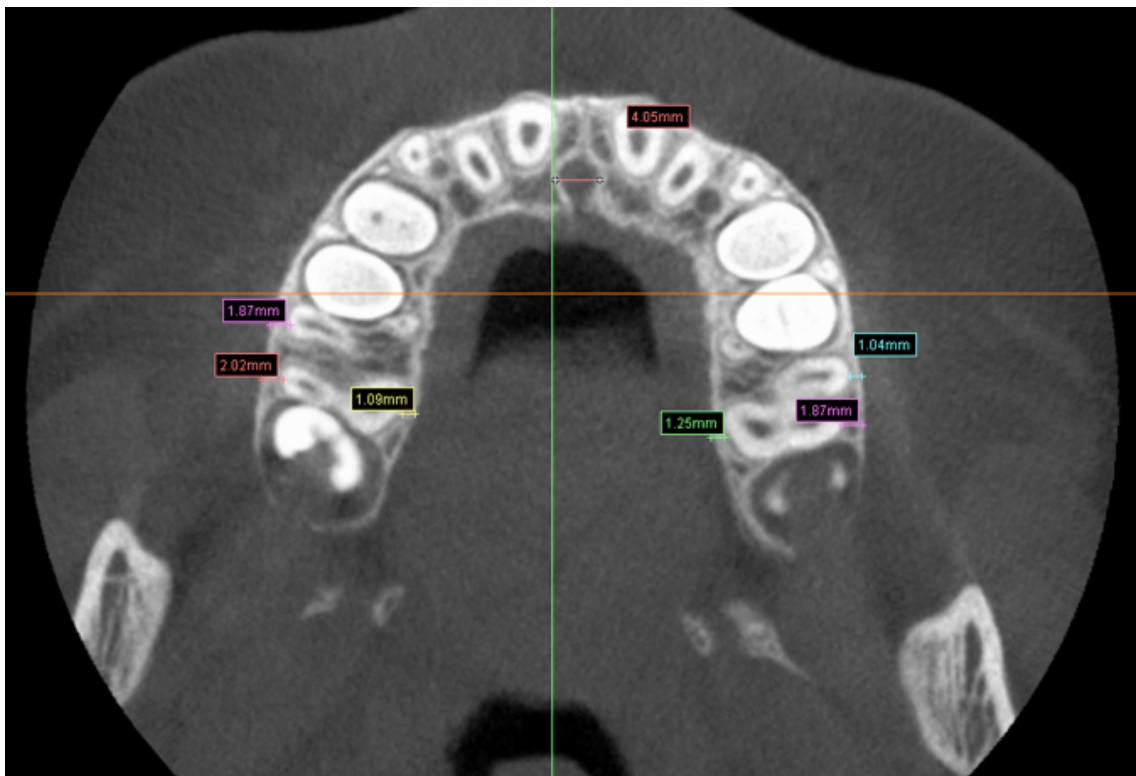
MISURAZIONI LINEARI ED ANGOLARI CONDOTTE SU ESAME CBCT
